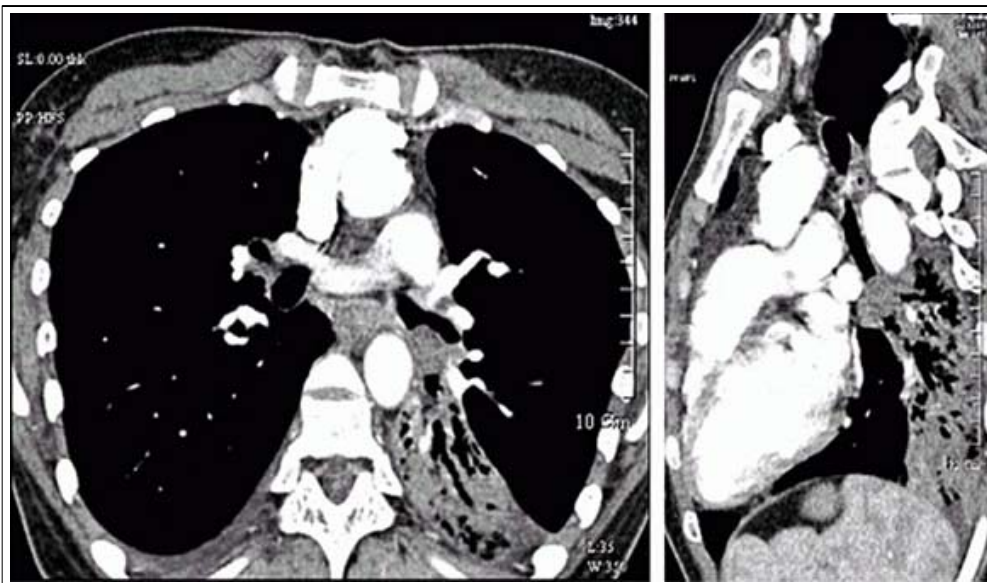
Chest CT shows a mass obstructing the left lower lobar bronchus on oblique sagittal and axial reformation views.
